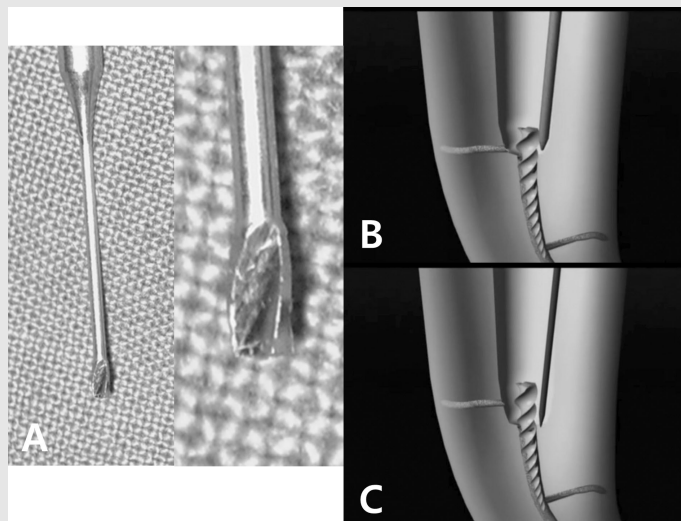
파일 파절편 제거를 위한 초음파팁의 적용. A. Gate-Glidden drill의 삭제부를 절반 제거하여 side cutting drill(주로 #1부터 #4 혹은 필요한 크기까지 사용)을 만들어 파절편 위치까지 공간을 확보한다. B. 파절편 상부가 노출된 이후, CPR-4D등으로 파절편 주위 치근 상아질을 제거하고 공간을 확보한다. C. CPR-8등으로 파절편에 접촉하여 진동을 가하며 반시계 방향으로 회전하면 점점 빠져 나오게 된다.
